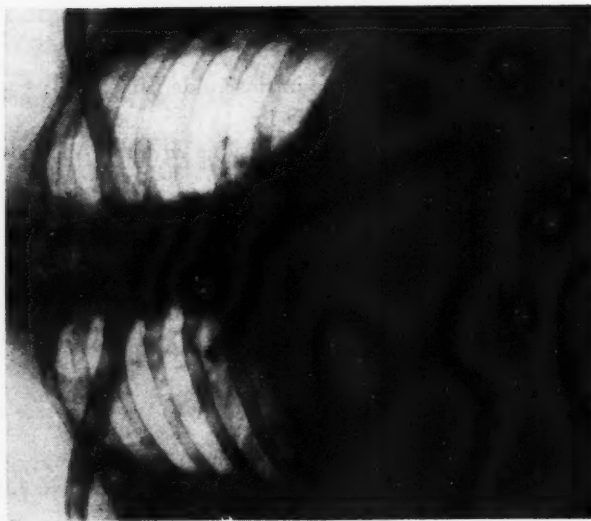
Radiographie pulmonaire du 19 mars 1955.
